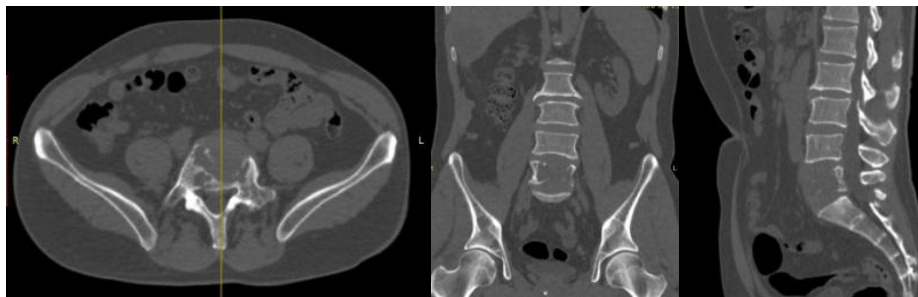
КТ томограммы пояснично-крестцовой области пациента в аксиальной, коронарной и сагитальной проекциях
